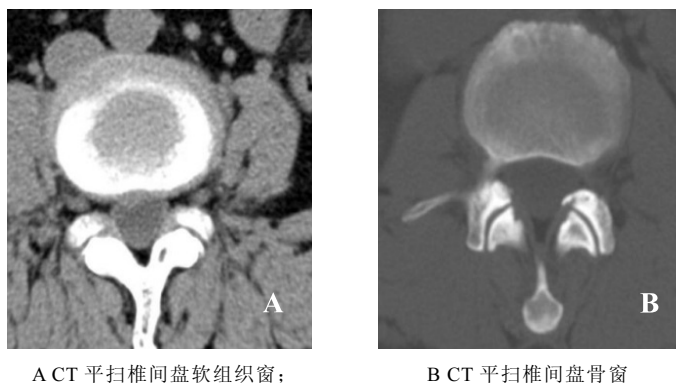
正常椎间盘及椎体 CT 轴位图像
